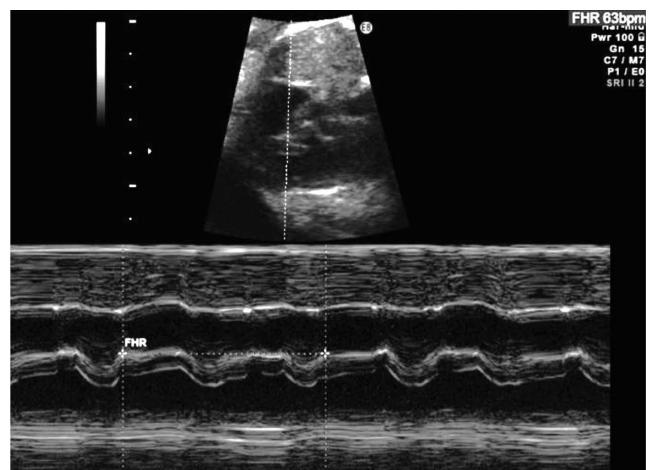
入院時（30週2日）胎児超音波 心室拍数63bpmを示す
